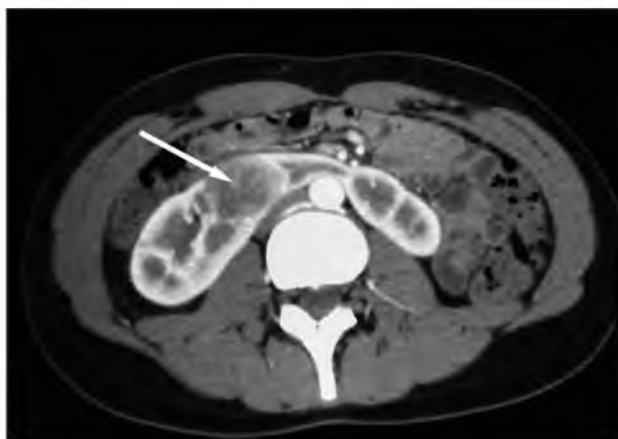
МСКТ почек, паренхиматозная фаза. Больная С. Подковообразная почка. Абсцесс правой половины в области перешейка (стрелка)
